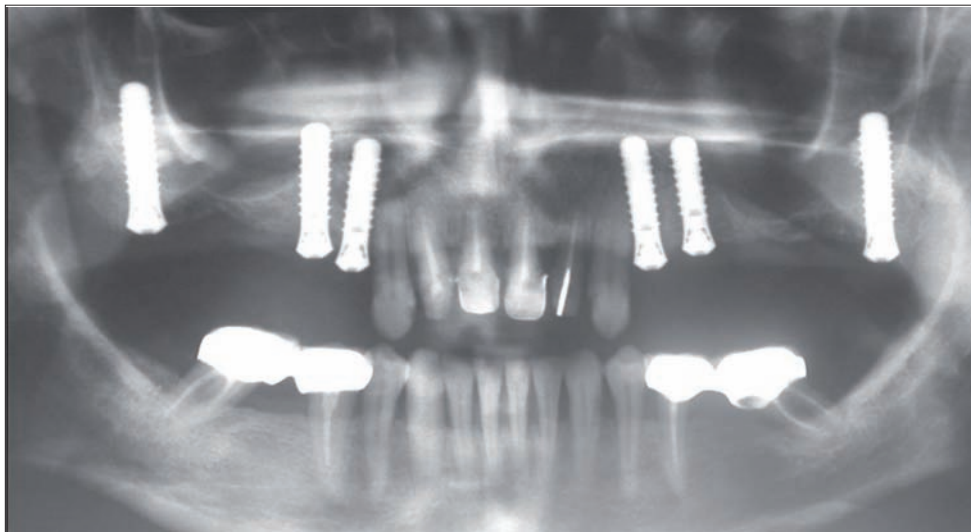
Ortopantomografía en la que se observan dos implantes en la apófisis pterigoidea en combinación con cuatro en zona de premolares
